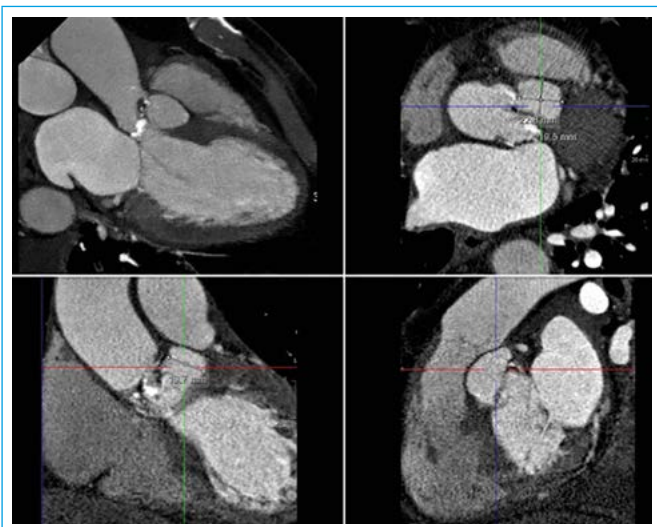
Cardio-TC. Se observa una dilatación sacular anterior de la raíz aórtica de 23 x 20 x 20 mm, que se extiende en relación con los senos de Valsalva derecho e izquierdo. Dicha cavidad inferiormente disecciona el septo interventricular y está limitada anteriormente por el tracto de salida ventricular derecho
